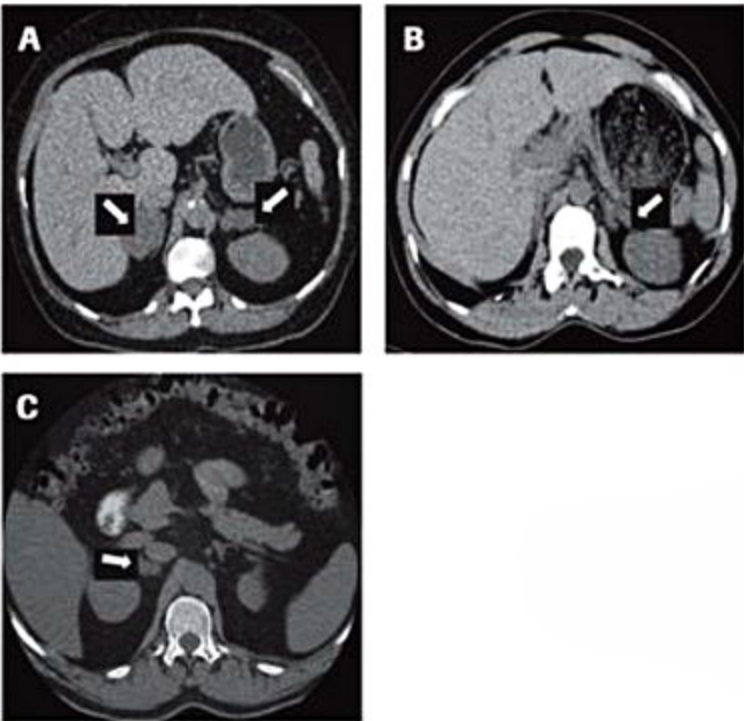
Tomografia computadorizada das suprarrenais de três pacientes (A, B e C) com hiperplasia suprarrenal macronodular primária. No indivíduo A, é possível observar o aumento das suprarrenais, associado à presença de nódulos bilaterais sobressaindo do contorno glandular (setas). No indivíduo B, predomina o espessamento difuso da suprarrenal esquerda (seta), e a suprarrenal contralateral apresenta morfologia normal. No indivíduo C, o único achado radiológico observado é um nódulo de 2 cm na suprarrenal direita (seta). Os três indivíduos apresentavam exames laboratoriais e moleculares (mutação do gene *ARMC5*) compatíveis com o diagnóstico da hiperplasia suprarrenal macronodular primária.
